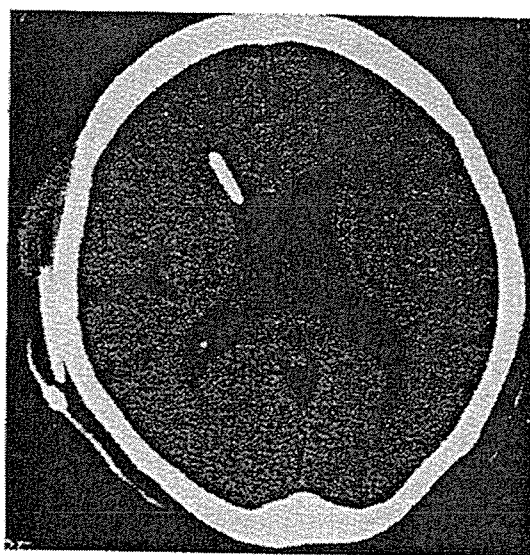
Non-enhanced brain CT scan 7 days after intraventricular catheter placement
